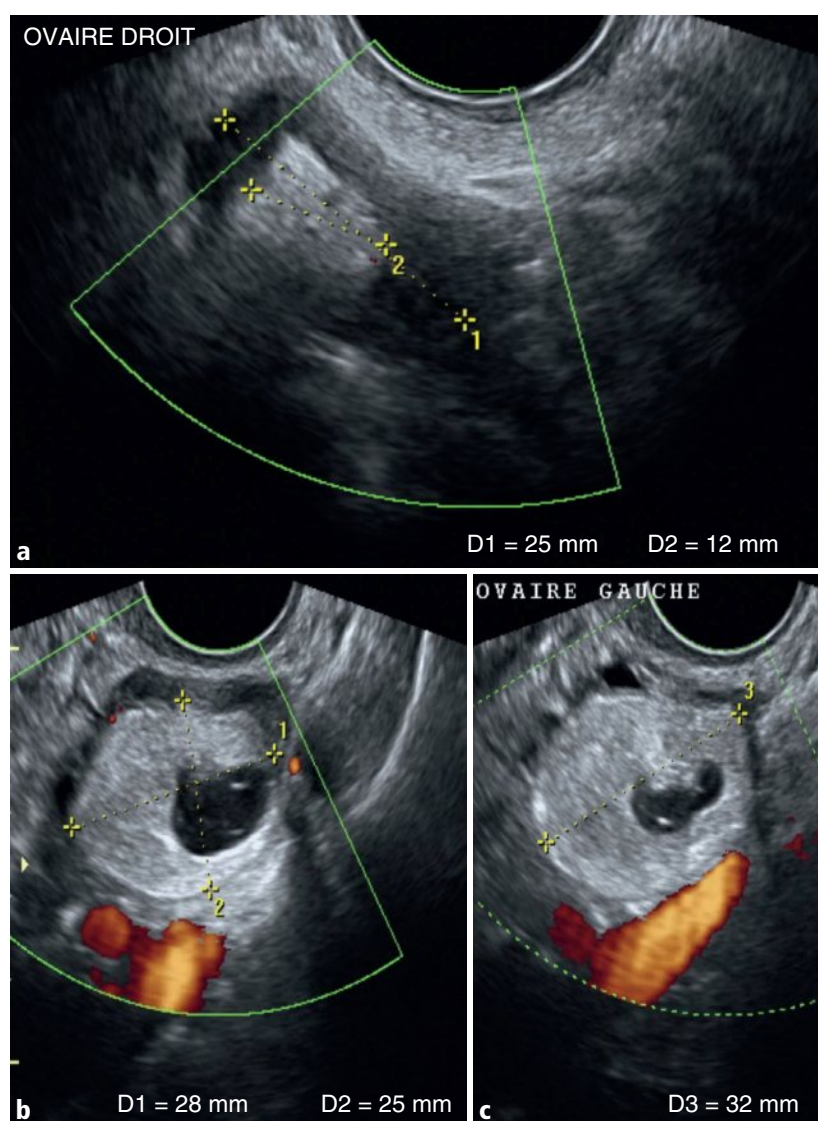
a-c Ovaire droit, coupe axiale (a), et ovaire gauche, coupes axiale (b) et sagittale (c), en mode Doppler couleur.
